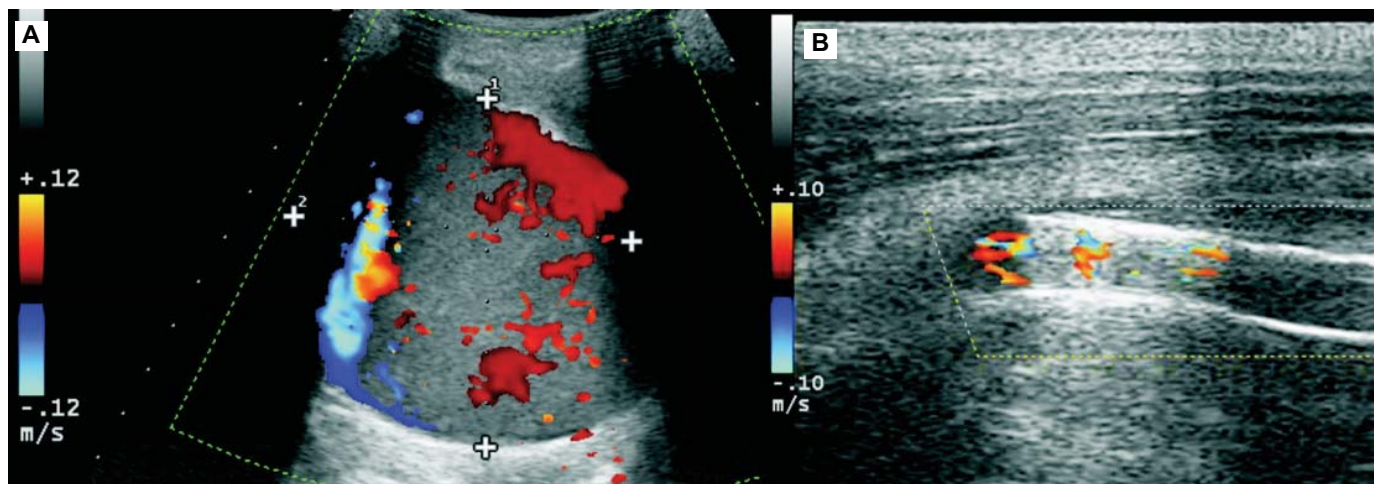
A. Ultrasonido Doppler dúplex que muestra salida de flujo arterial hacia la tumoración en muslo. B. Ultrasonido demuestra permeabilidad del Stent a los 12 meses de su colocación.
